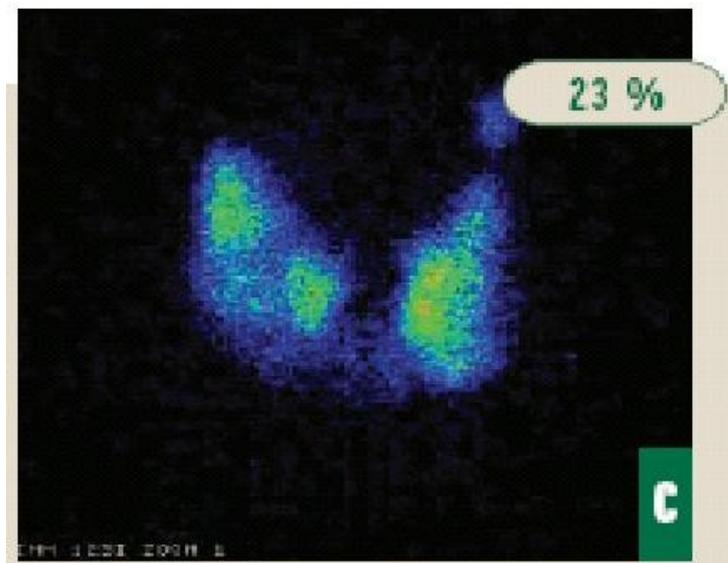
Aspect scintigraphique de la maladie de Basedow (3)
